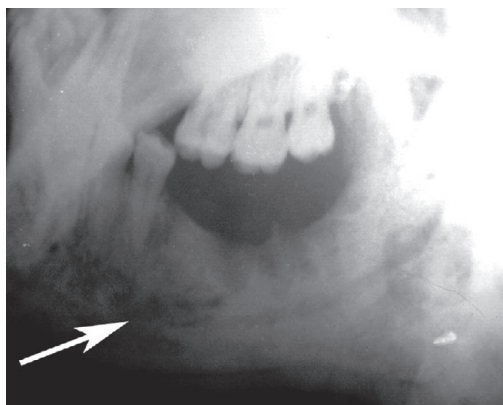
Вогнища остеопорозу (вказані стрілкою) на рентгенограмі нижньої щелепи хворого з одонтогенним періоститом
